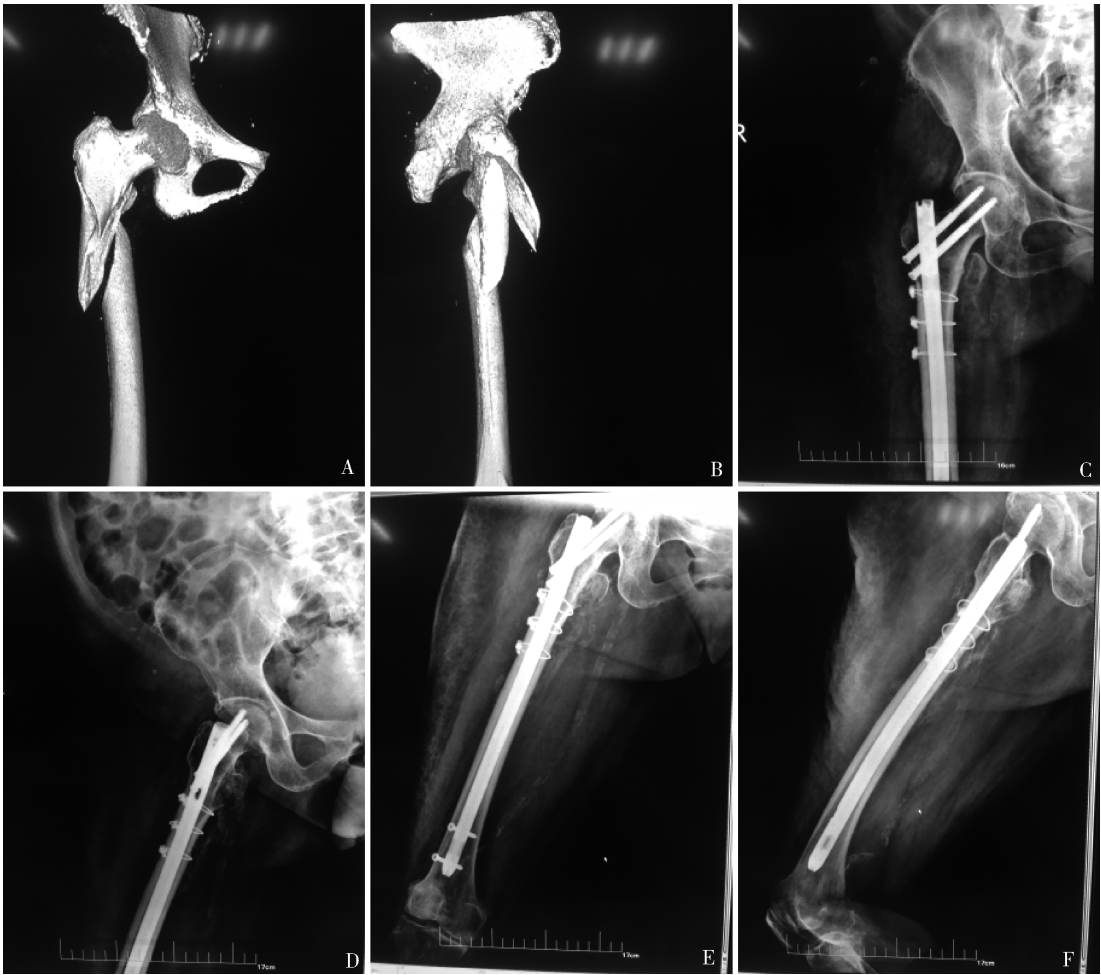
女, 76 岁, 摔伤致右股骨转子下骨折, 术前 CT 三维重建正位 (A)、侧位 (B) 示 Seinsheimer IIIA 型, 行股骨重建钉联合钛缆固定, 术后 X 线片正位 (C)、侧位 (D) 示骨折解剖复位, 术后 12 周 X 线片正位 (E)、侧位 (F) 示骨折愈合
